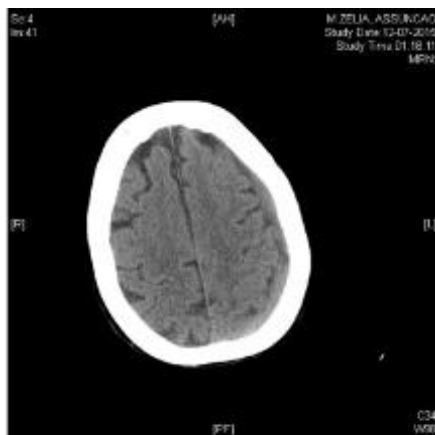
TAC-CE (12/07/2015). Hematoma subdural fronto-temporo-parietal esquerdo
